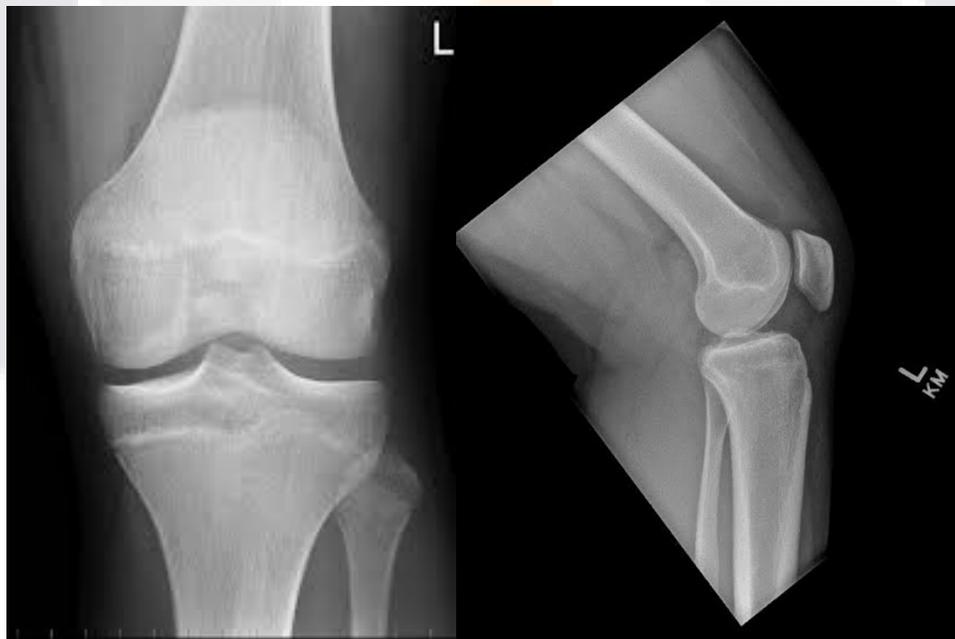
Radiografías simples de rodilla anteroposterior y lateral
